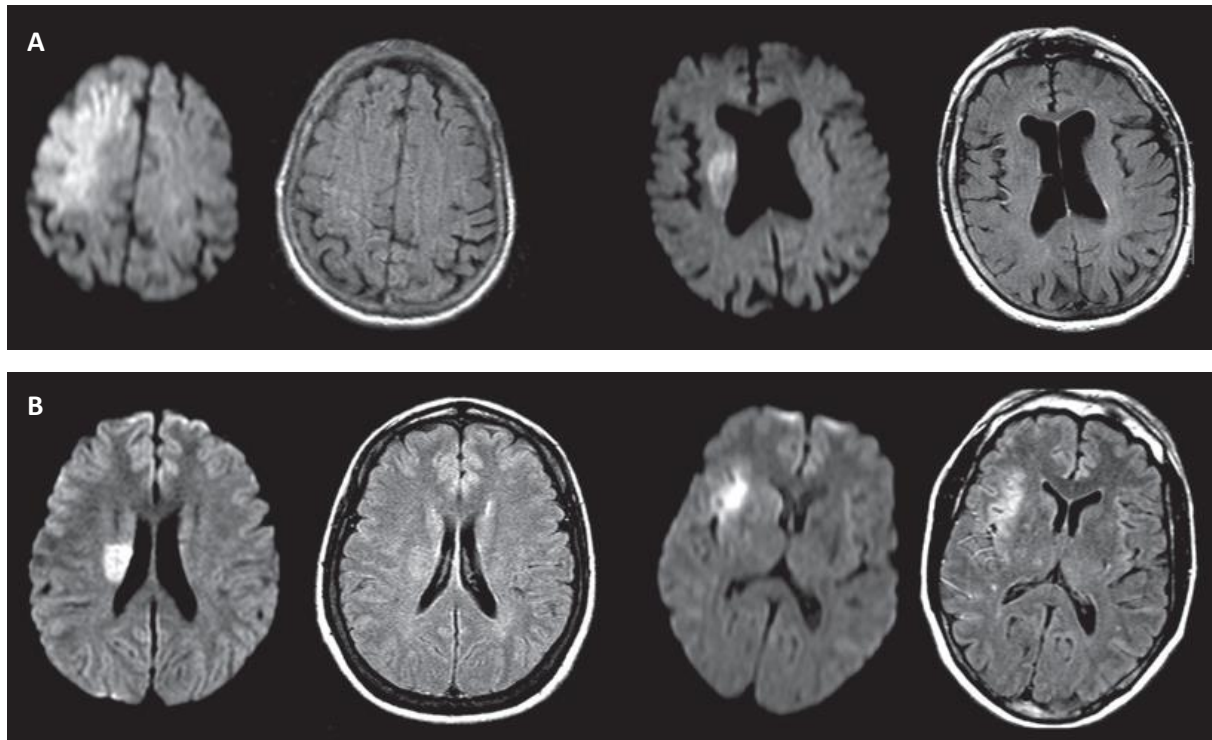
Exemples de mismatch diffusion-FLAIR (A) et de l'absence d'un tel mismatch (B) (Thomalla et al, 2011)
